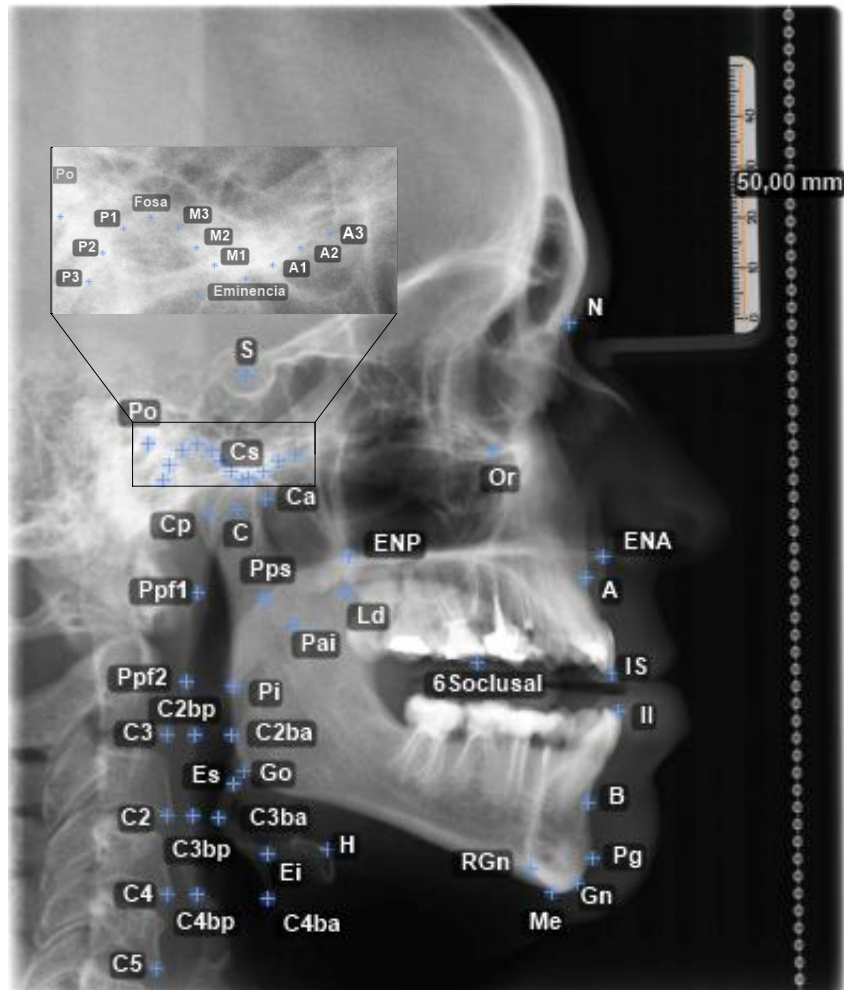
Puntos cefalométricos que se puede definir en una radiografía lateral.
